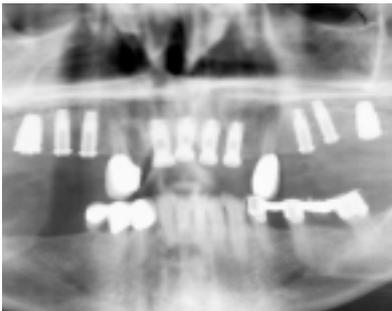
Orthopantomogramm nach Insertion von zehn Implantaten. – Abb. 11a und b: Einzelröntgenbilder des Implantatfalles post op.
